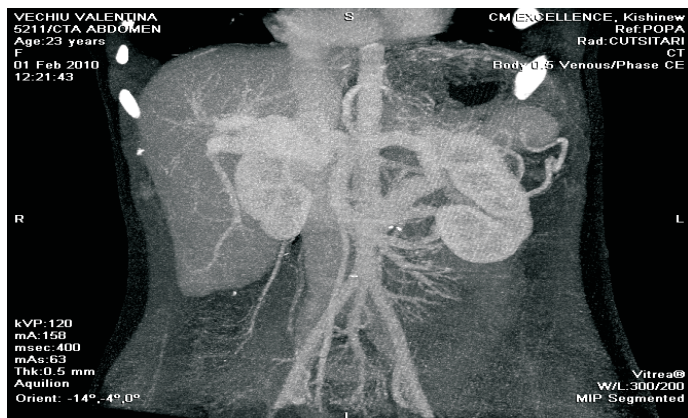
Aspect clinic și CT de sindrom Cruveilhier-Baumgarten
